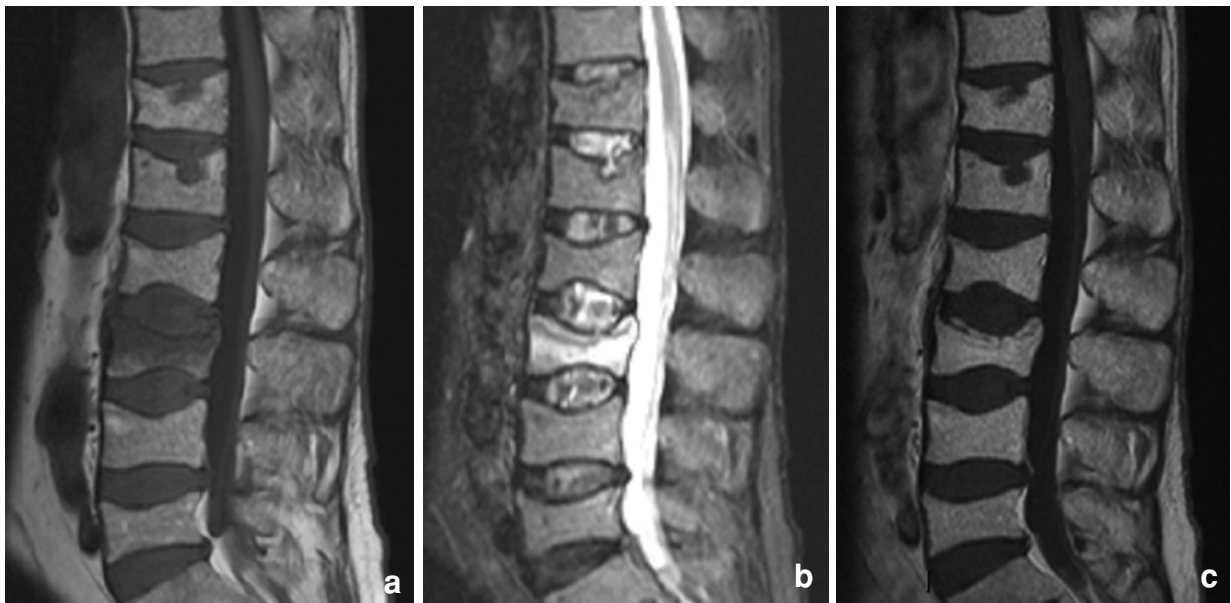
Fracture ostéoporotique récente du plateau supérieur de L3 et fractures anciennes de T12, L1 et L2. IRM images sagittales T1 (10a), STIR (10b) et T1 après injection de gadolinium (10c). Syndrome d'œdème avec une ligne de fracture sous le plateau supérieur de L3. Il persiste des plages de signal graisseux. Après injection de gadolinium, le signal s'homogénéise et devient identique à celui des vertèbres voisines.
